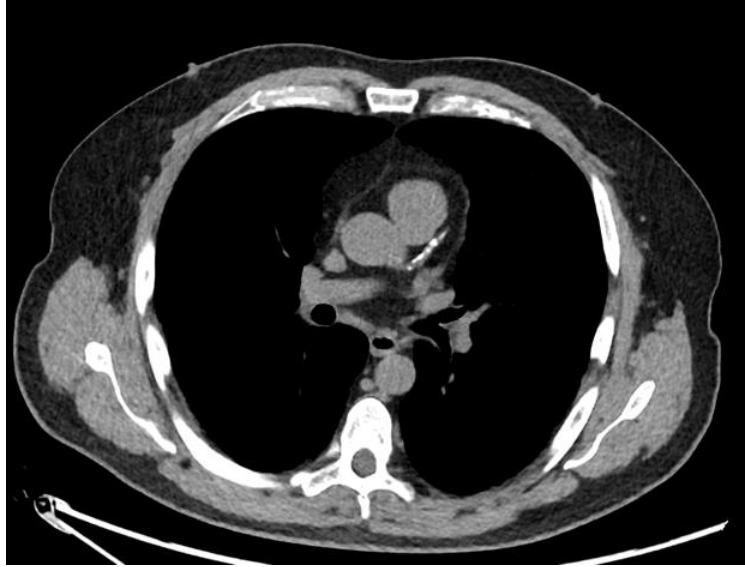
TC tórax corte axial con ventana para mediastino con calcificaciones en trayecto de la arteria coronaria descendente anterior.
